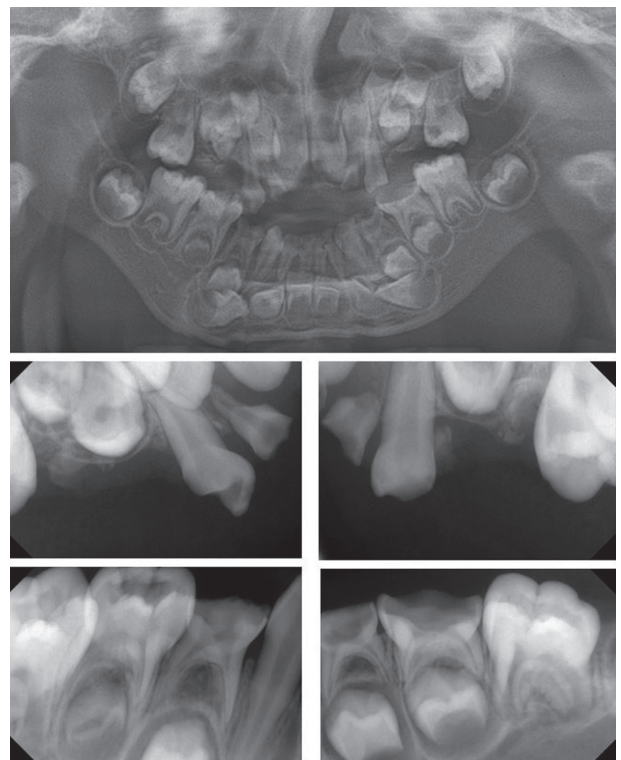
Standard panoramic radiograph and Intraoral radiograph before treatment.
